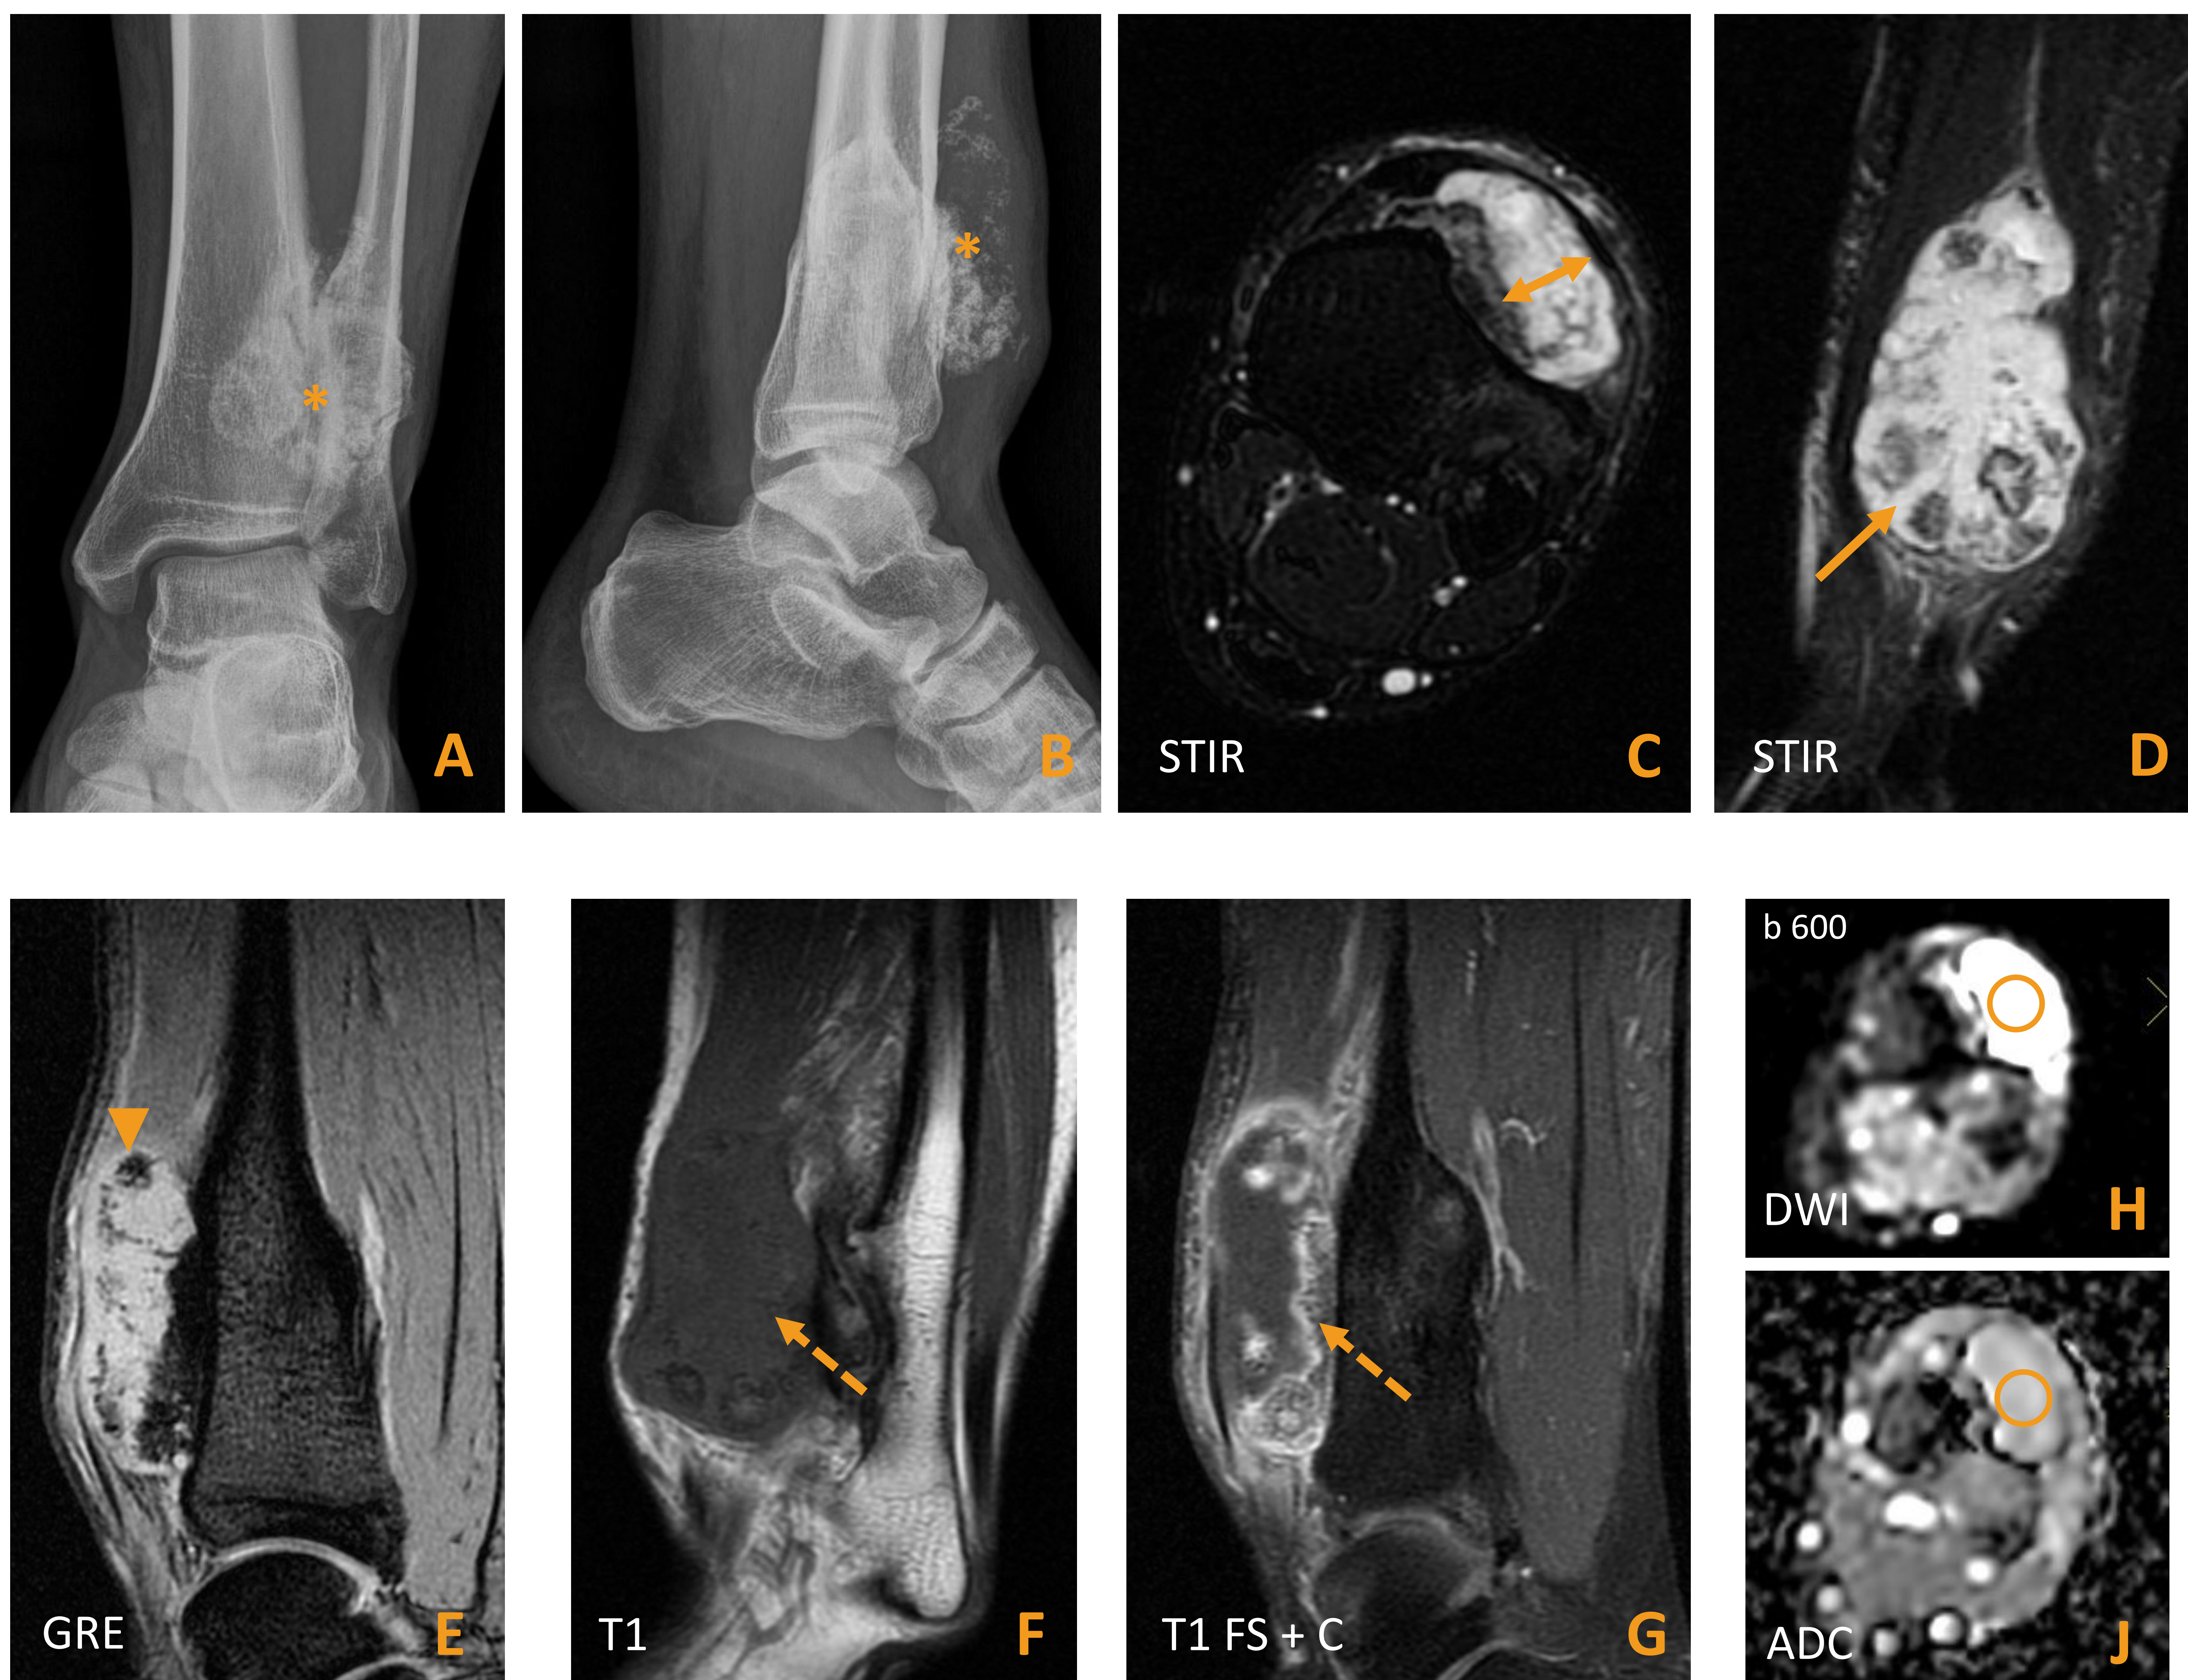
Varón de 30 años con antecedente de EHM que consulta por tumoración dolorosa en región pretibial izquierda baja. Se aportan radiografía simple AP (A) y lateral (B) y secuencias de RM STIR (C) y coronal (D), sagital GRE (E), sagital T1 (F), sagital T1 FS postcontraste (G), secuencia DWI con valor b 600 (H) y su mapa ADC (J). Se identifica una tumoración dependiente de la cara anterior de la tibia (*). Presenta un *cap* cartilaginoso hiperintenso en STIR (flecha), isointenso al músculo en T1 (flecha discontinua en F), con un espesor de hasta 1,5 cm (doble flecha). Se identifica calcificación de la matriz con patrón en arco-anillo (* en radiografía simple, punta de flecha en GRE). En el estudio postcontraste presenta realce septal (flecha discontinua). En la secuencia de DWI es hiperintenso, con valores altos de ADC ($2,5 \times 10^{-3}$ en la ROI marcada). Por tanto, no restringe la difusión. La AP de la pieza quirúrgica reveló un condrosarcoma grado I.
